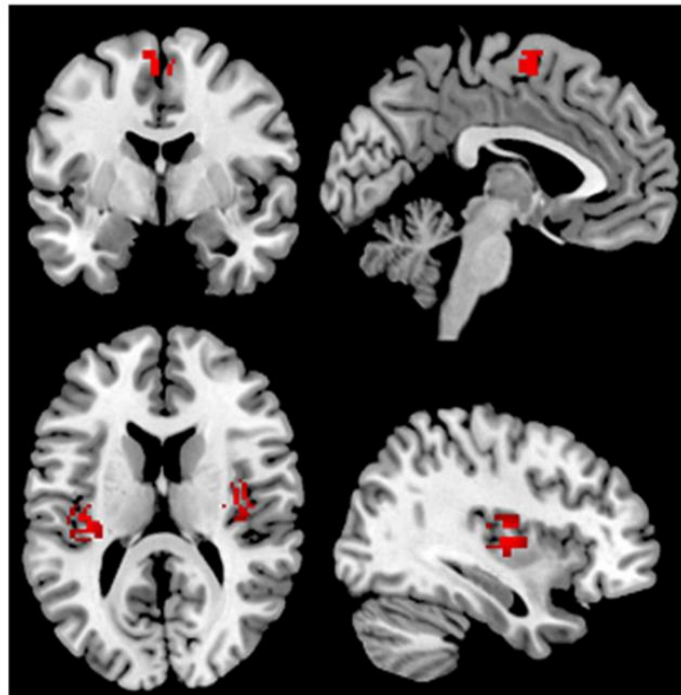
Voxelbasiertes MRI - Veränderungen der grauen Substanz bei JME¹³
